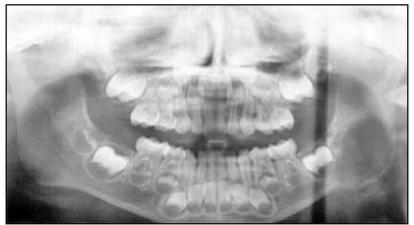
Radiografía panorámica con lesiones socavadas en la mandíbula (flotando en el espacio) 62
